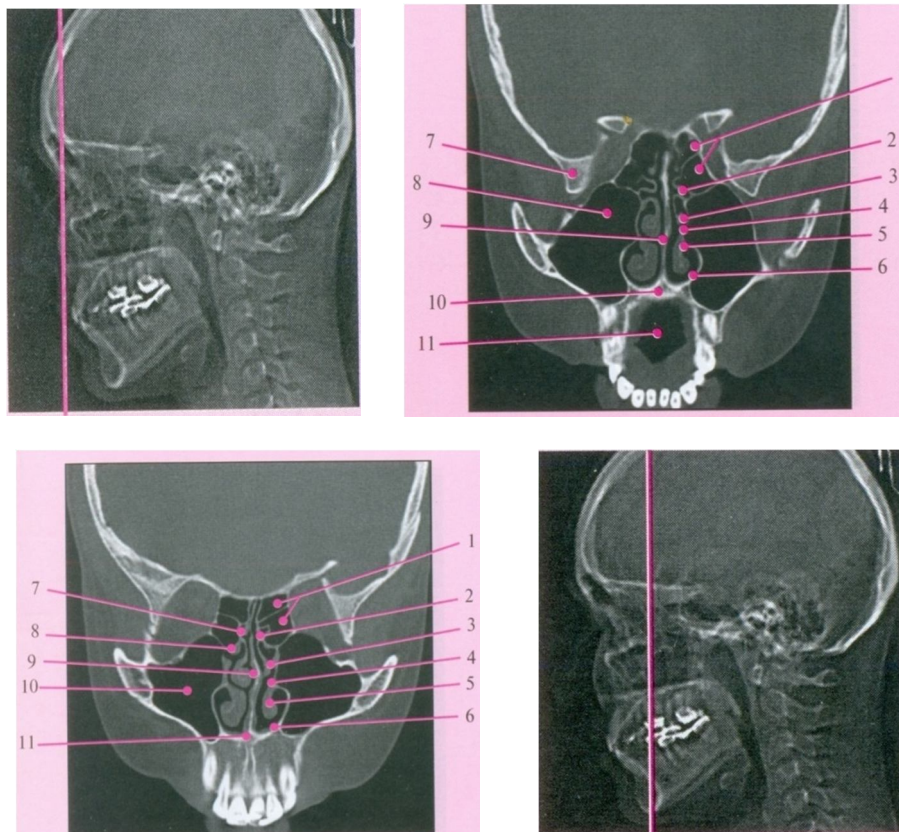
Срезы КТ носа и ОНП в коронарной проекция
